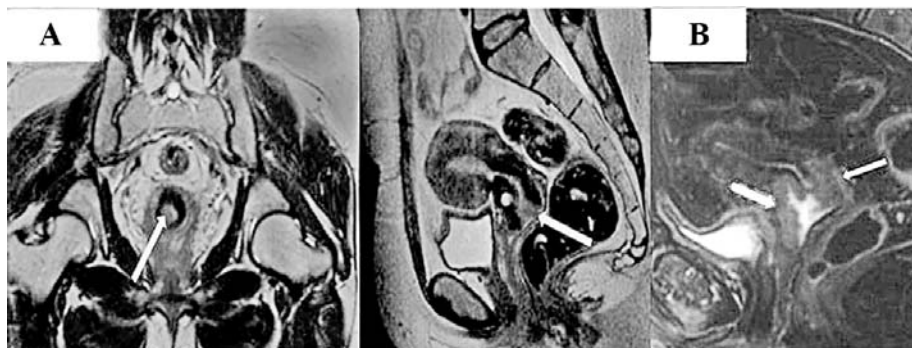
(A) IRM fără gel transvaginal, secțiuni axiale și sagitale în ponderație T2 cu evidențierea unei mase cervicale în hipersemnal, fără întreruperea inelului stromal (în hiposemnal) și fără extensie parametrială – stadiu IB, tratament chirurgical; (B) același pacient, IRM cu gel, secțiune sagitală în ponderație T2 cu evidențierea masei cervicale în hipersemnal (>4 cm), cu extensie în treimea superioară a vaginului – stadiu IIA, radioterapie
